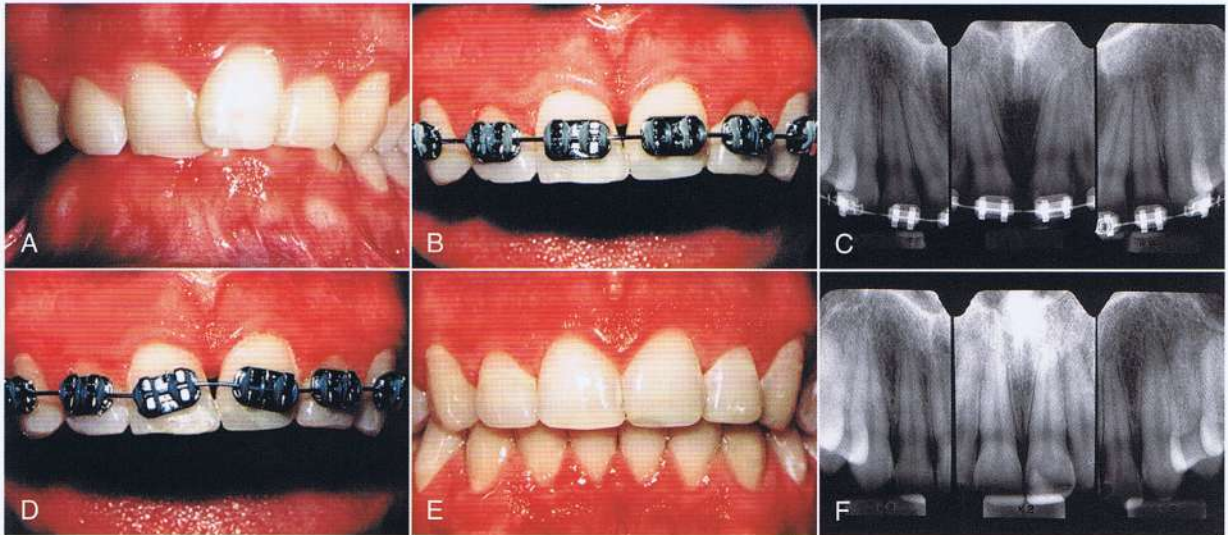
A, paciente joven adulto de sexo masculino con maloclusión Clase II y sobremordida con apiñamiento leve en ambos arcos. B, durante la alineación de sus incisivos superiores, se desarrolló un espacio abierto entre los incisivos centrales superiores. C, las radiografías periapicales de progreso mostraron que las raíces de los incisivos centrales estaban desviadas distalmente, causando que el espacio se abriera. D, por lo tanto se colocaron nuevamente los brackets con la ranura del bracket perpendicular al eje largo de las raíces. E y F, Esto permitió el enderezamiento de las raíces de los incisivos centrales, que movieron el contacto gingivalmente y la papila incisal para cerrar el espacio abierto.
